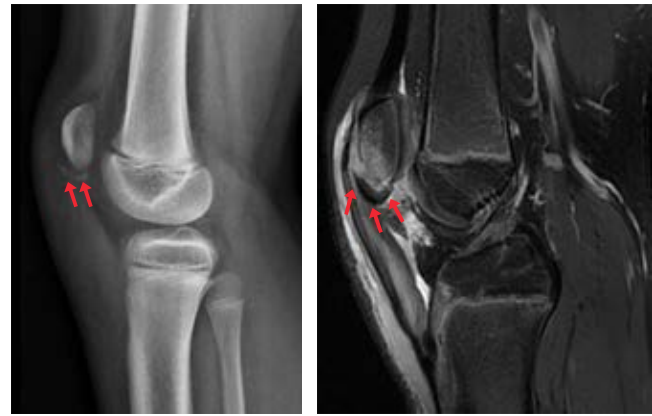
Sleeve fracture. Image demonstrates lateral radiograph and MRI of the knee with displacement of the distal pole of the patella (red arrows).
